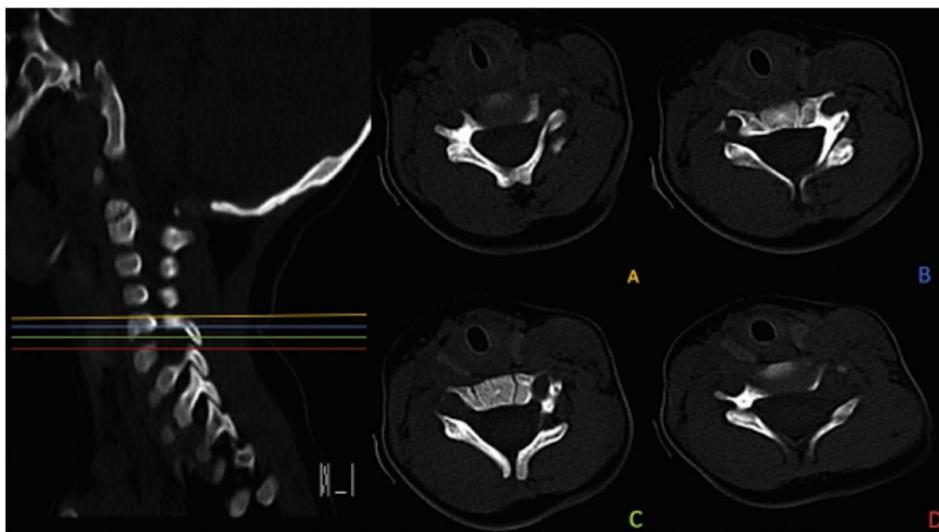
Radiografías transversales en secuencia de una TAC con corte sagital a través de la columna cervical que muestra el pedículo izquierdo ausente, la aparición engañosa de un agujero de conjunción ipsilateral dilatado a causa de un pedículo ausente y la displasia ipsilateral de la apófisis transversa (la triada de Fowler). Las líneas verticales de colores en la radiografía sagital corresponden a los colores respectivos presentes en la radiografía transversal.
